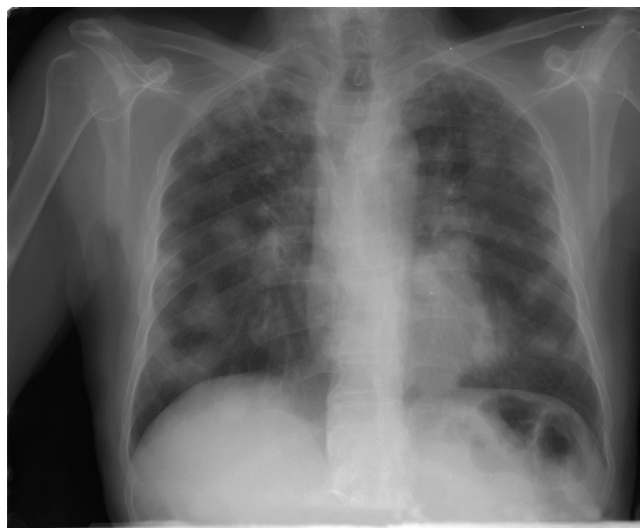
Radiografía simple de tórax: imagen de nódulos pulmonares múltiples en «suelta de globos». Fuente: elaboración propia.
